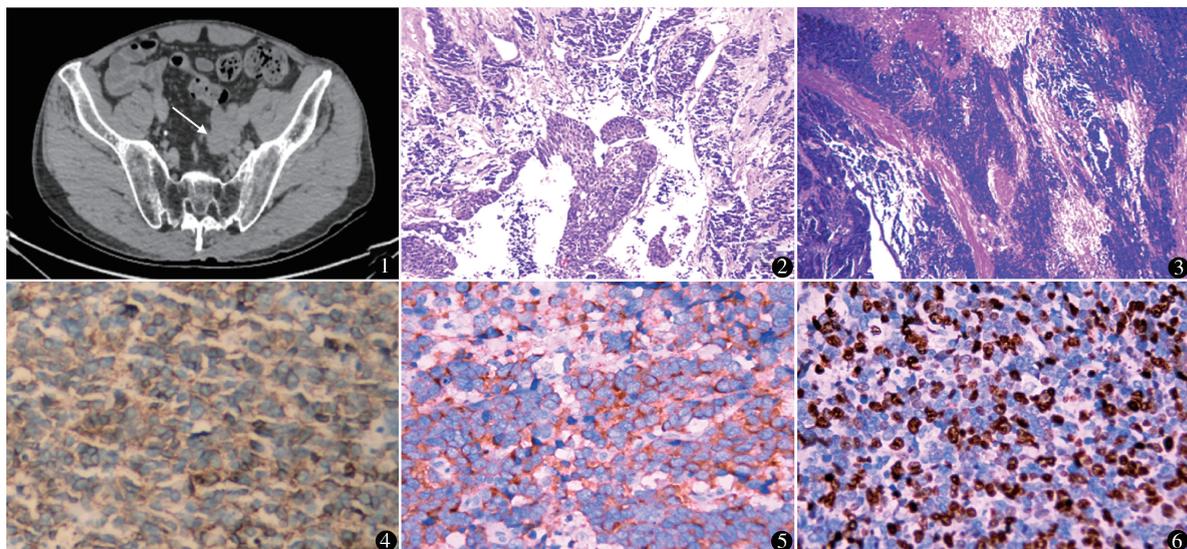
泌尿系增强 CT 排泄期:左侧输尿管下段走行区团块状软组织影,考虑输尿管肿瘤 图 2 外周区域细胞见明显核异型性,核分裂象增多,结合免疫组化符合 NEC;中下区域尿路上皮呈乳头状增生,细胞排列紊乱,大小不一致,符合 UC(HE 染色 ×100) 图 3 显微镜下见肿瘤细胞核深染,高核质比,核分裂象增多(HE 染色 ×40) 图 4 免疫组化 CD56(+) (×400) 图 5 免疫组化 Syn(+) (×400) 图 6 免疫组化 Ki-67(80%+) (×400)
